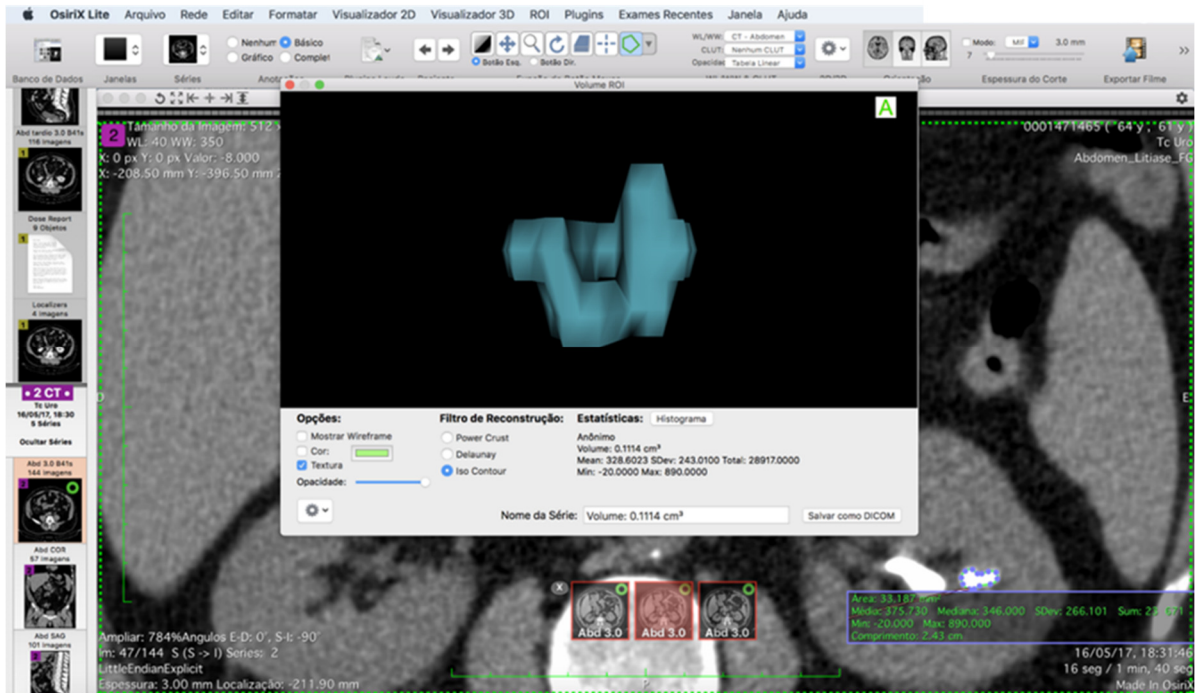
Representação do método de reconstrução tridimensional dos cálculos renais em estudo, com demonstração da forma de aquisição automática das variáveis requisitadas para este estudo (volume, densidade média e desvio padrão da densidade) através da exposição do monitor de trabalho do OsiriX Lite v.10. Destaque, para o canto inferior direito da imagem que ilustra o modo de delimitação dos cálculos, efetuada nos cortes transversais da tomografia computadorizada, em intervalos de 2,5 mm.
